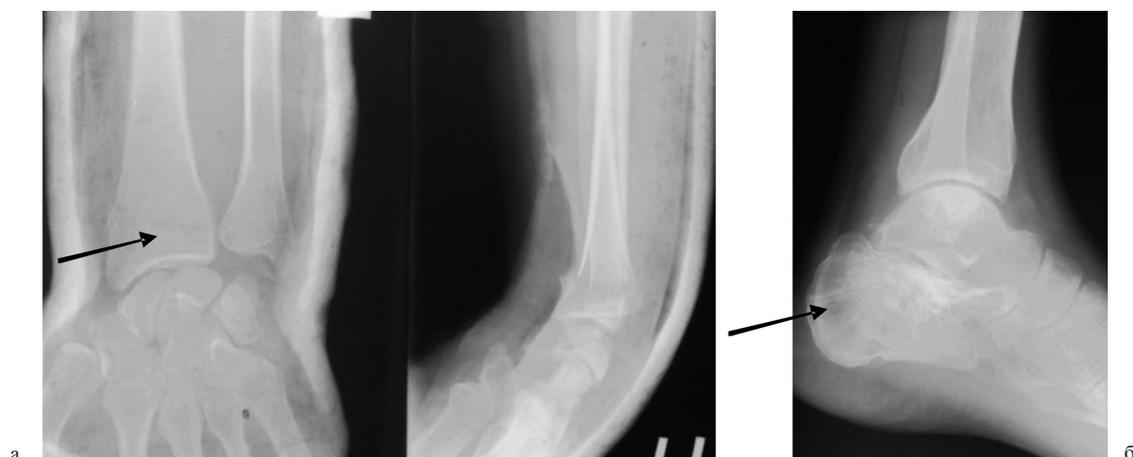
а – рентгенограммы области лучезапястного сустава больного С. в прямой и боковой проекциях. Замедленная консолидация лучевой кости; б – рентгенограмма заднего отдела стопы больного Н. в боковой проекции. Замедленная консолидация пяточной кости
